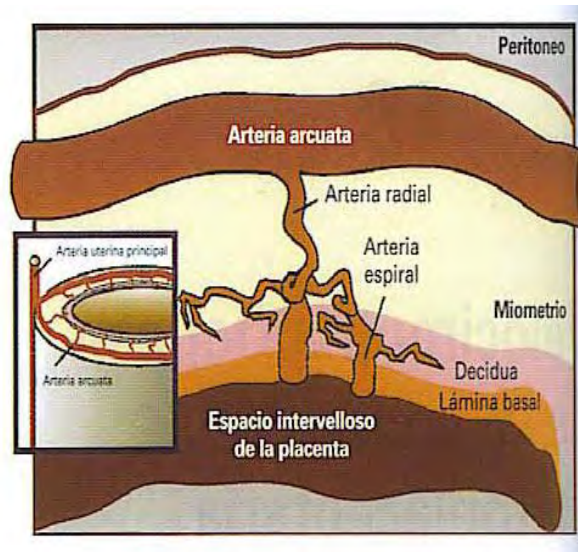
Riego sanguíneo del endometrio. (Doppler en Obstetricia, Daniel Cafici. 2008)
